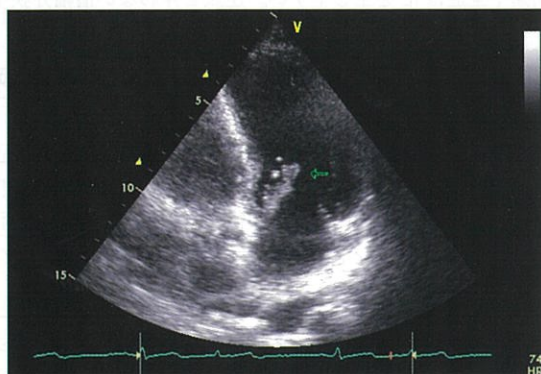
心臓超音波検査で心臓弁疣腫（矢印）を認める。
